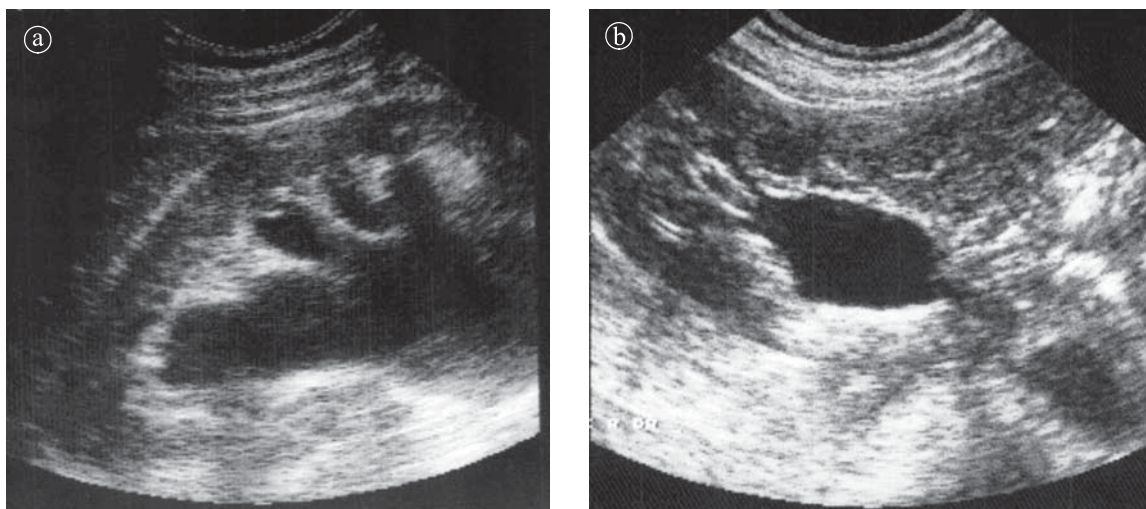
Sindrom de jonctiune pieloureterală bilaterală. Bazinet extrarenal. Ecografie a) secțiune longitudinală. b ) secțiune transversală.
